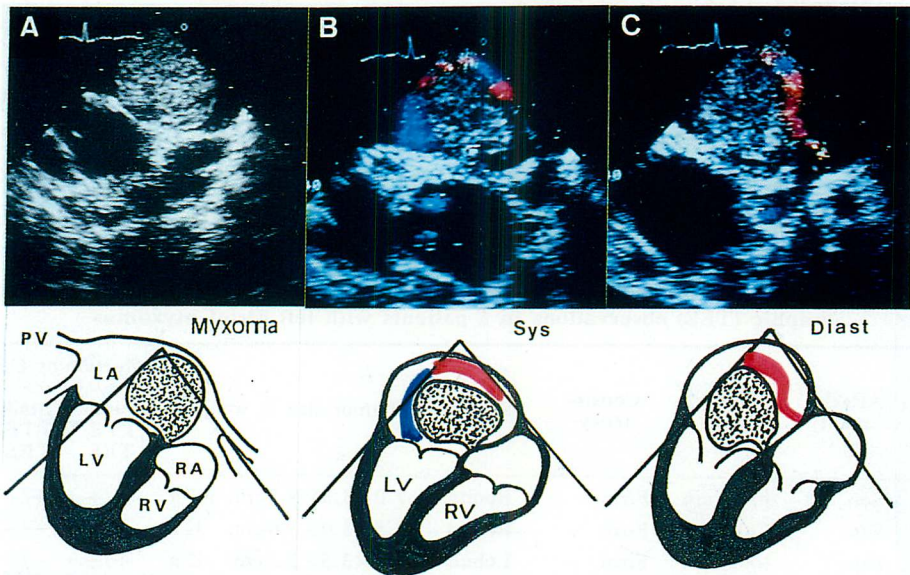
Transesophageal color Doppler echocardiograms of left atrial myxoma (Case 4).
